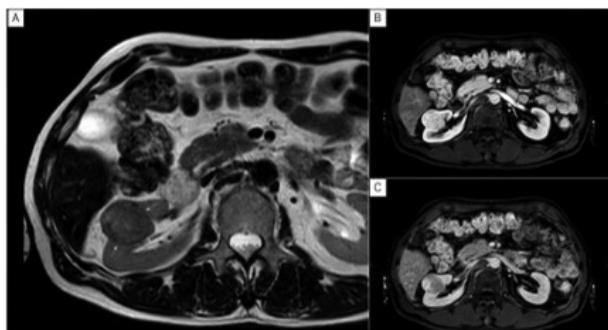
MRI reveals the tumor to be surrounded by a pseudo-capsule-like structure on T2- weighted imaging (A). Dynamic contrast-enhanced MRI shows early enhancement in the arterial phase (B) and wash- out in the delayed phase (C). There are no findings suggestive of fat component.
